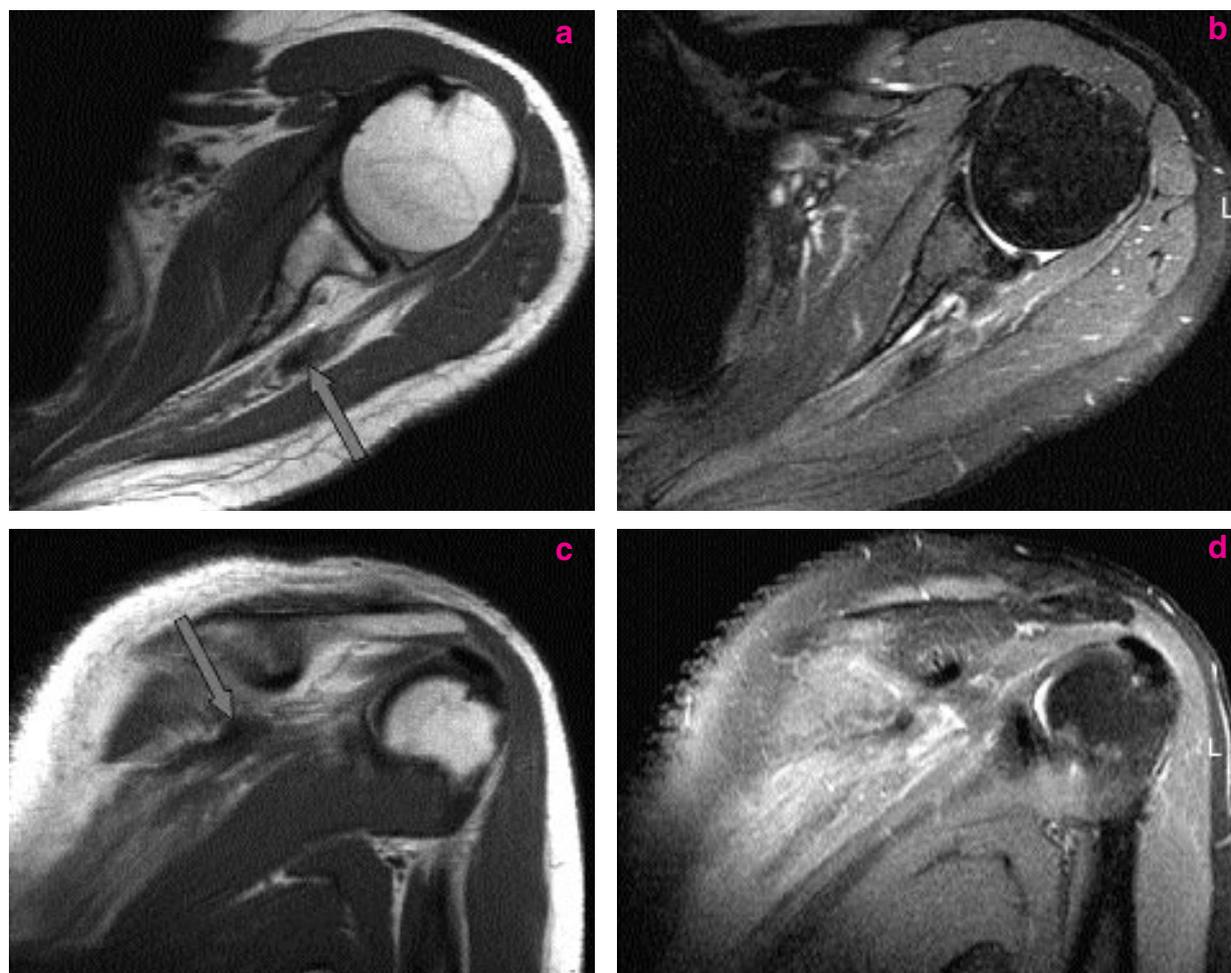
IRM à un stade plus tardif. Séquences T1 (2a et 2c) et T2 fat-sat (2b et 2d). L'œdème musculaire (séquences T2 fat-sat) est beaucoup moins marqué. Le muscle infra-épineux est atrophié et est le siège d'une dégénérescence graisseuse de stade 3 (séquences T1). Cicatrice fibreuse intramusculaire (flèches).
